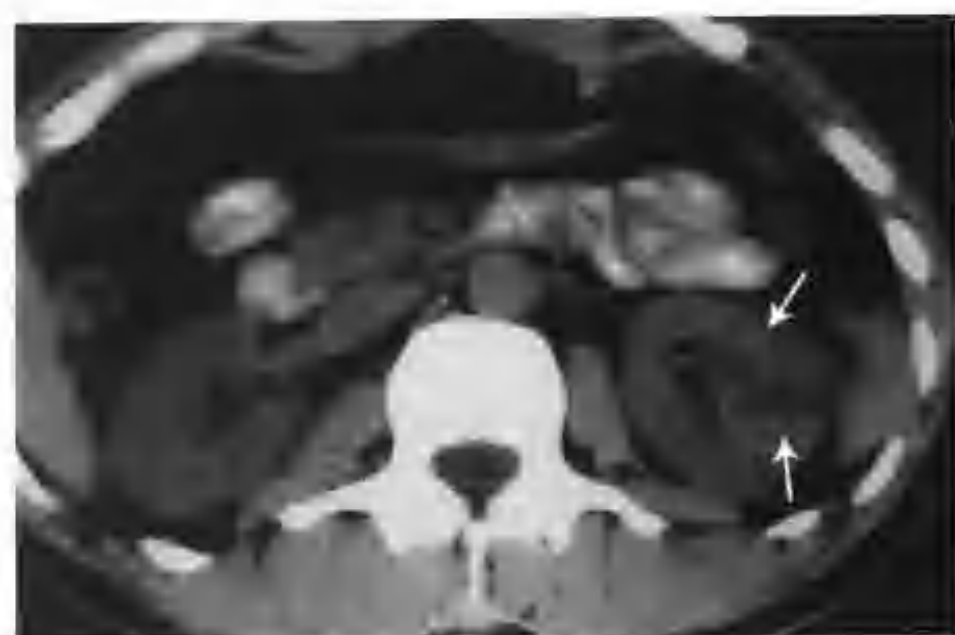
左肾透明细胞癌（CT 平扫左肾见一个类圆形混杂密度影，其内见大小不等低密度区，并可见稍高密度、低密度形成的液-液平面）（箭头示肿瘤）
